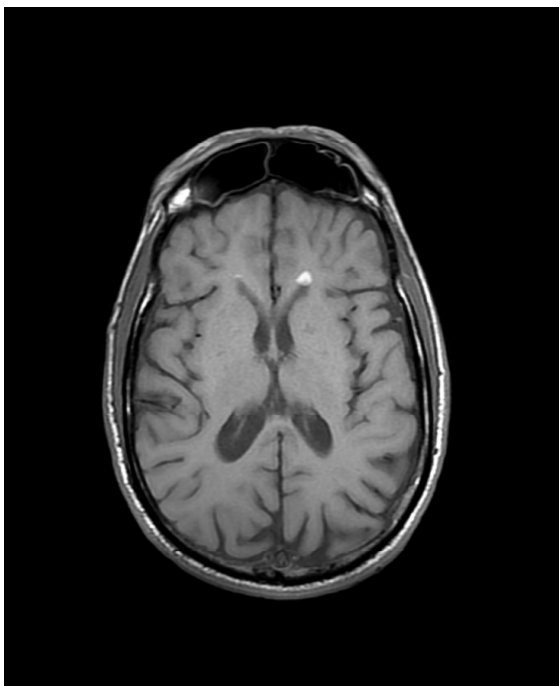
RM (sx) e TC (dx) del cranio. La MR mostra una iperintensità bilaterale nei corni frontali. La TC mostra una iperdensità ovoidale nel corno temporale del ventricolo sinistro³⁸
